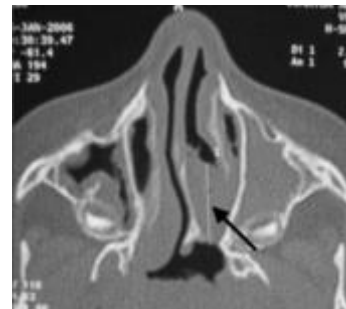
(TDM, coupe axiale): Atrésie choanale membraneuse gauche
